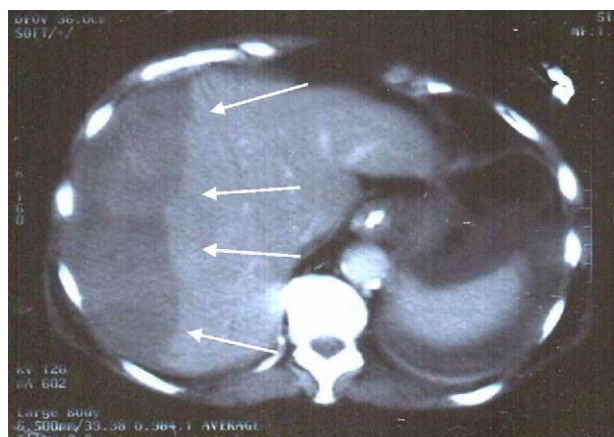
La TC abdominal mostró la presencia de un hematoma hepático de $16 \times 6,5 \times 21$ cm (flechas).
